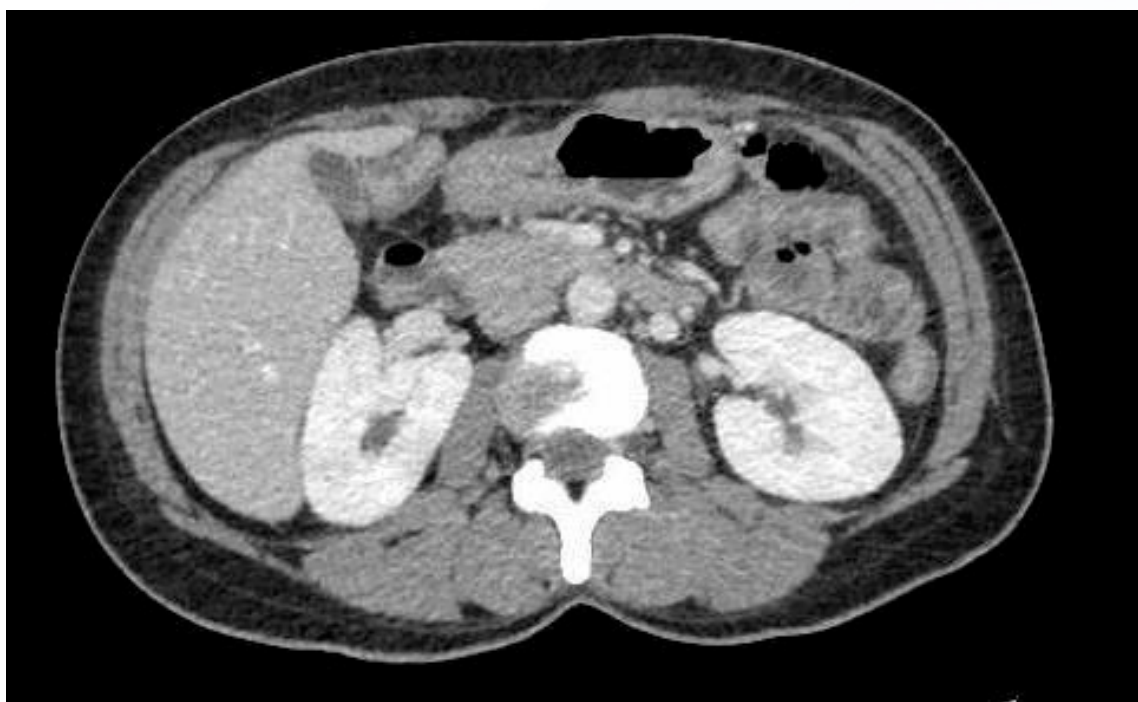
TC con contraste IV de abdomen y pelvis tras una semana de tratamiento con quimioterapia.
